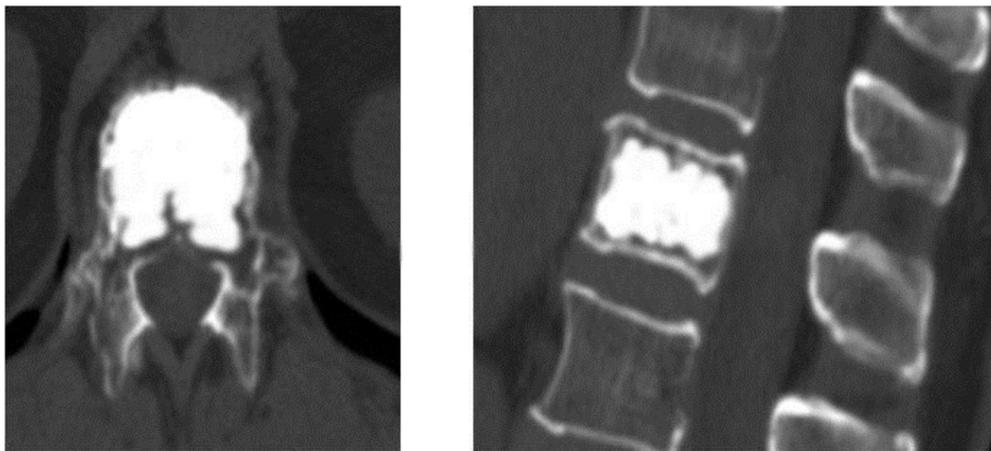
КТ исследование Th12 позвонка больной 3. после операции
